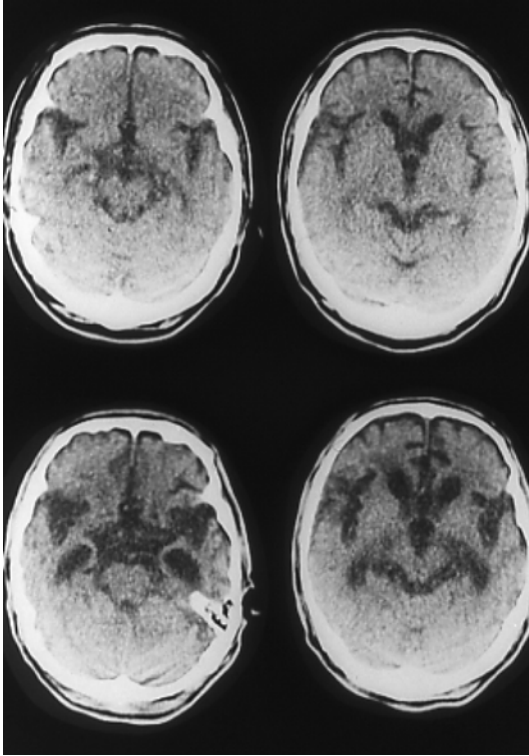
D-MND例のCT所見。60歳，男性。前頭葉と側頭葉内側の萎縮が目立つ。
